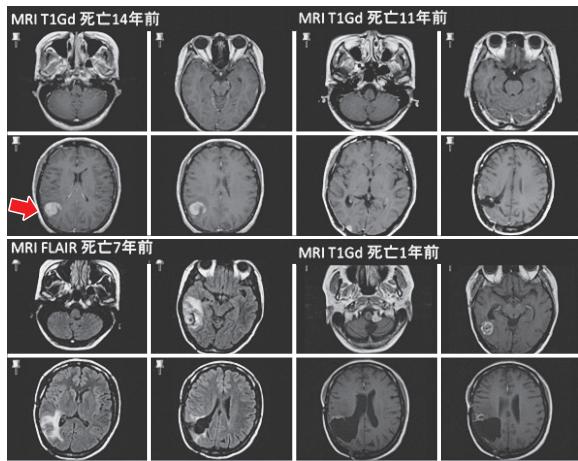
頭部 MRI (T1 強調像) の経時的变化。初発時の右頭頂葉の造影部（赤矢印）を中心に、手術治療、再発を繰り返す。
